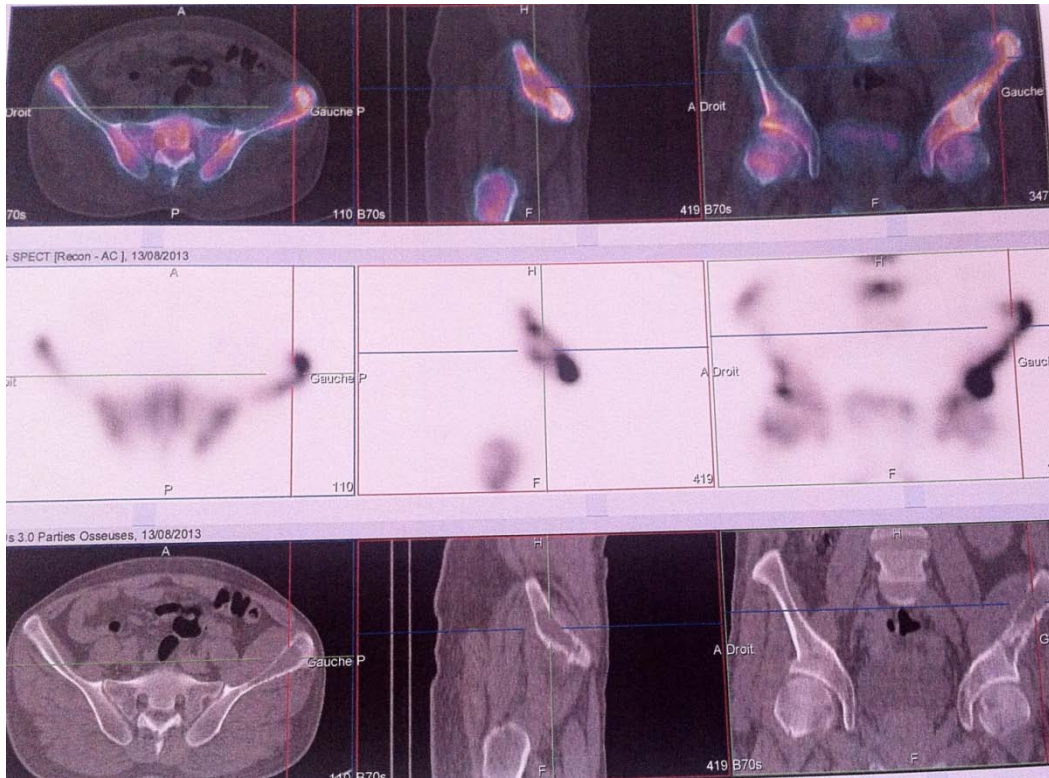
Image du TEMP/TDM montrant une métastase iliaque chez un de nos patients.
